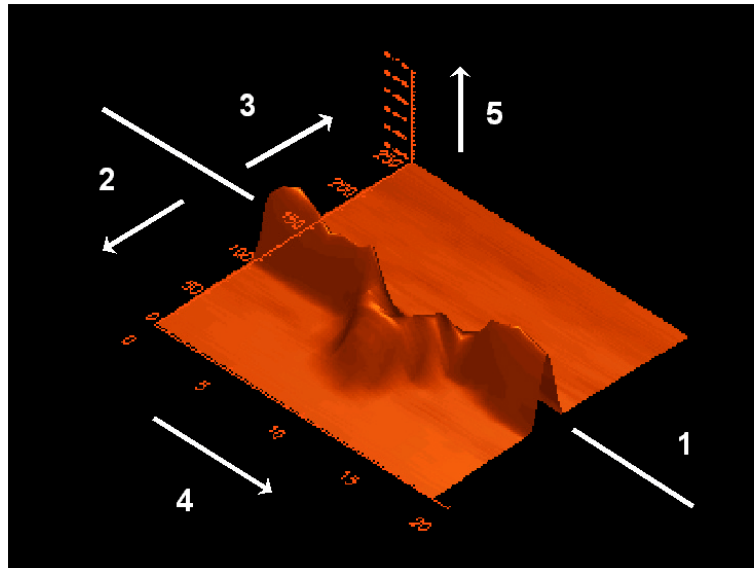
Prinzip der 3D-Darstellung der FFT der Ultraschall-Dopplerspektren. Die Ziffern bedeuten: 1 – Verbindungslinie der Ursprungsmatrizen, 2 – Frequenzanstieg für den Hinstrom, 3 – Frequenzanstieg für den Rückstrom, 4 – Zeitachse, 5 – Amplitude.
